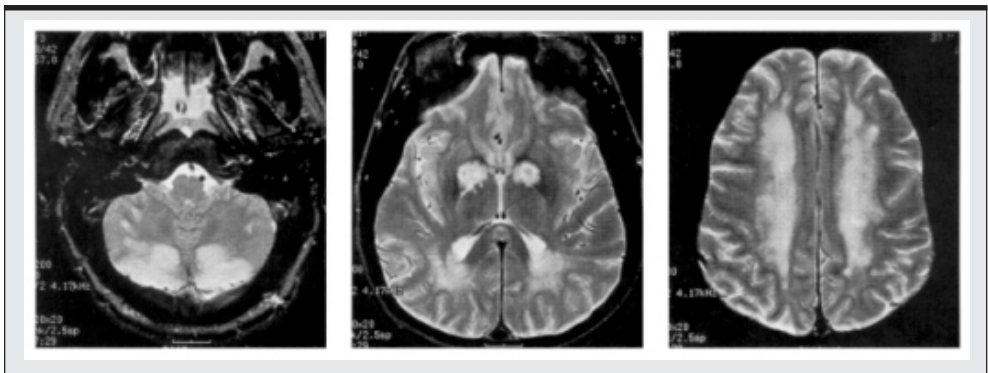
Imagen de Resonancia Magnética en T2 pesado, que evidencia aumento de la intensidad de señal en la sustancia blanca y corteza cerebelosa (izquierda), globus pallidus (centro) y sustancia blanca de los dos hemisferios (derecha). Modificado de *CMAJ* 2000; 162 (2); 236-238
